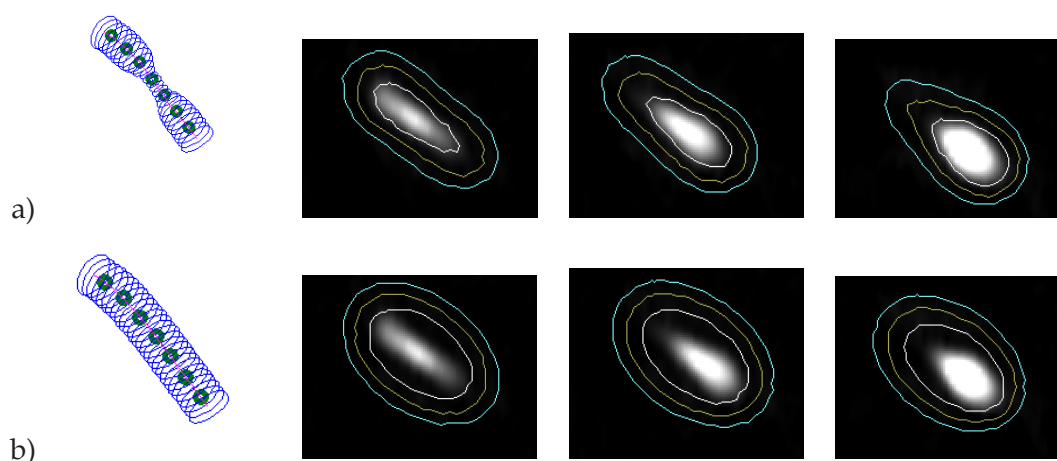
Courbes iso-dose obtenues avec une source ^{192}Ir en considérant, a) la géométrie réelle fournie et b) un rayon constant dans le vaisseau (moyenne de rayons). La courbe centrale représente la dose de 12Gy, elle est superposée aux images CT en 3 positions différentes.
